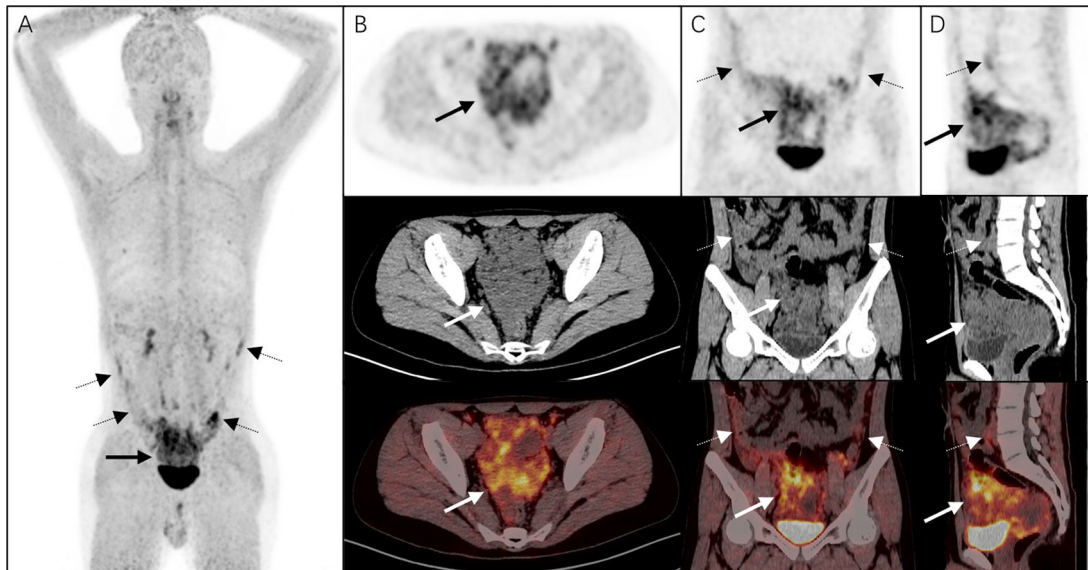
La imagen MIP (A) de PET/TC con [⁶⁸Ga]Ga-FAPI mostró un aumento en la captación de FAPI en la cavidad pélvica (flecha sólida) y en el hemiabdomen inferior (flechas punteadas). En las imágenes axiales (B), coronales (C) y sagitales (D) de la PET/TC, se observaron masas de partes blandas irregulares con una captación intensa (SUV_{máx} 7,9) en la cavidad pélvica (flechas sólidas). También se observó un engrosamiento difuso del peritoneo (flechas punteadas) con un aumento en la captación del trazador (SUV_{máx} 6,8) (fila superior: PET; fila media: TC; fila inferior: PET/TC).
